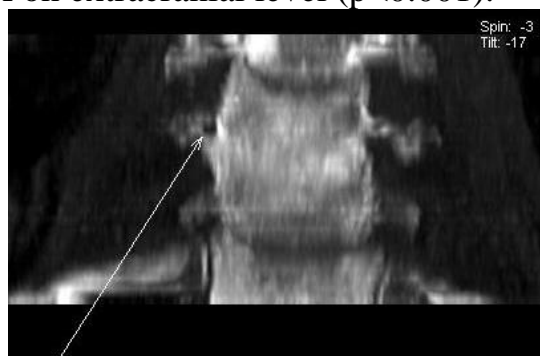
CT of the cervical spine of patient P. In axial and front projections are determined degenerative changes, the narrowing of the right lateral aperture C5, C6.
